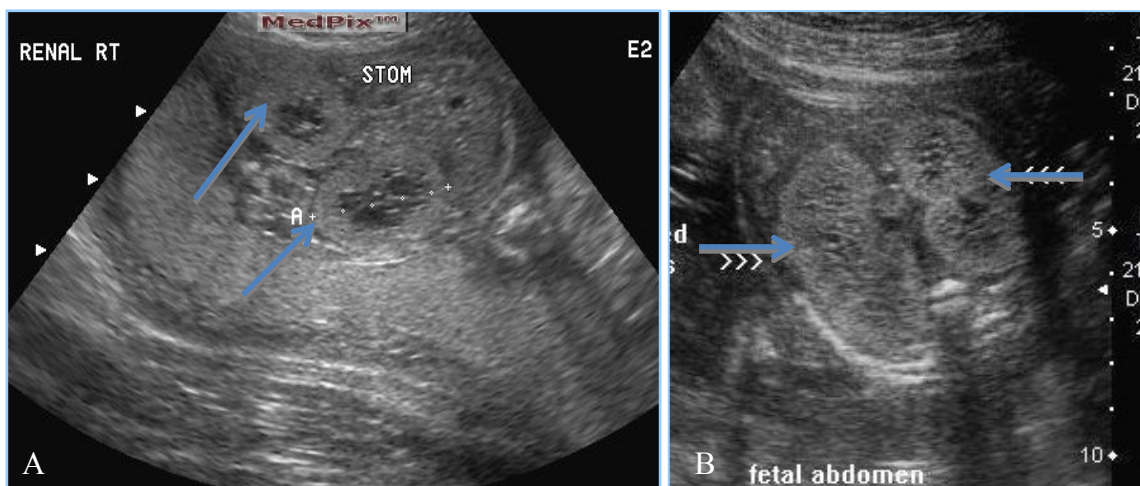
A: Fetale Sonografie: ARPKD mit vergrößerten, echoreichen Nieren (↗) bei normalem Fruchtwasservolumen
